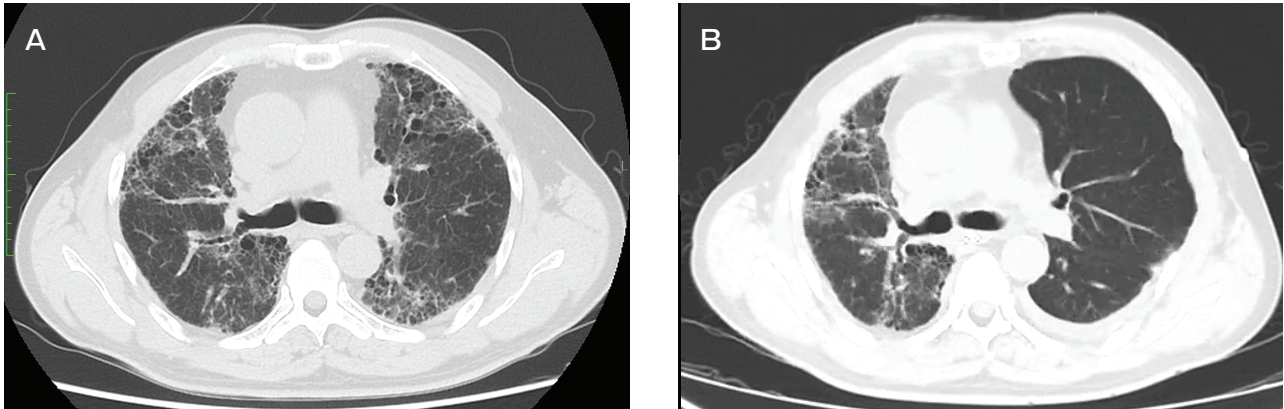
間質性肺炎に対する脳死左片肺移植前後の CT (A : 移植前, B : 左片肺移植後)
